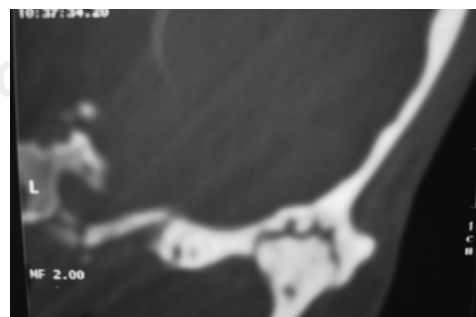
Tomografía computada (corte coronal). Articulación temporomandibular izquierda.
